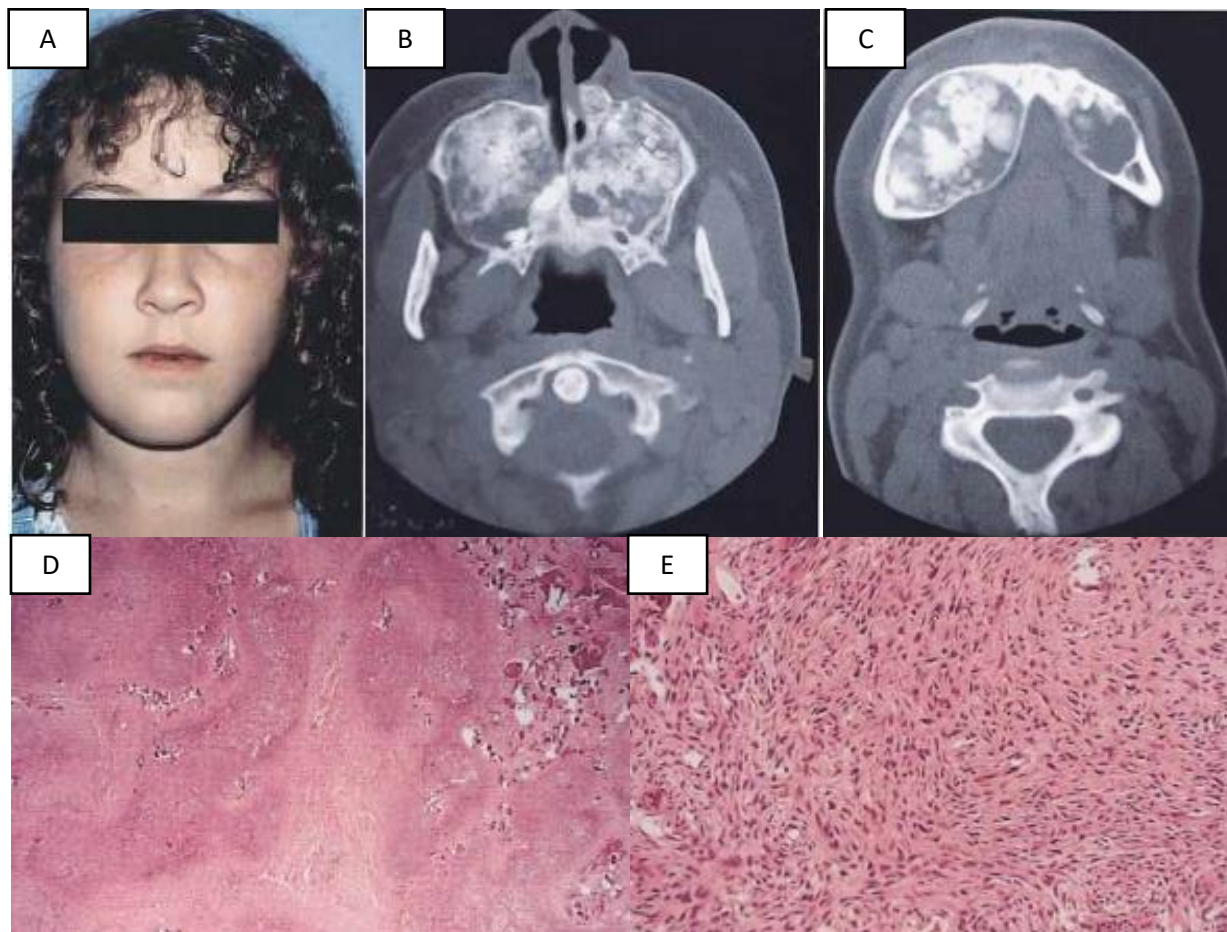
Cementoma gigantiforme familiar. A. Paciente femenino, 12 años de edad, presenta hinchazón indolora, sin antecedentes familiares clínicos. B, C. TC revela lesión en mandíbula y maxilar (respectivamente) bilaterales, naturaleza expansiva, lobular y bien circunscrita. D. Biopsia maxilar que muestra zonas hematoxilínófilas hipercelulares y eosinófilas colagenizadas. E. Biopsia mandibular con fibroblastos en forma de muestra zonas celulares con fibroblastos en forma de huso (fusiformes) (x200).
